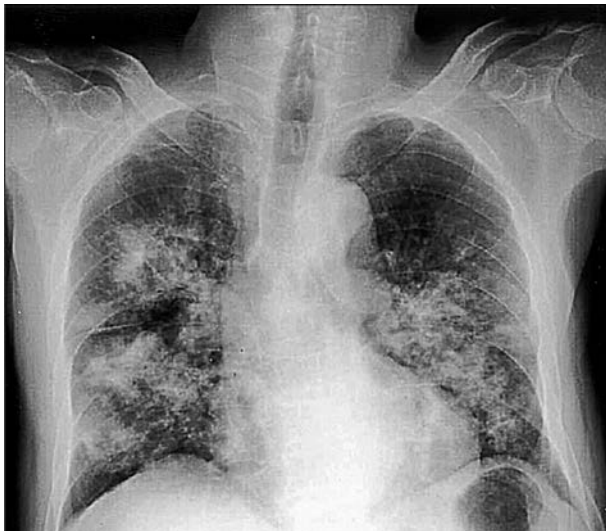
Рентгенологічна картина криптококової пневмонії і недрібноклітинного раку легень у пацієнта з ідіопатичною $CD4^+$ Т-лімфоцитопенією (I.S. Ahn і співавт.)
